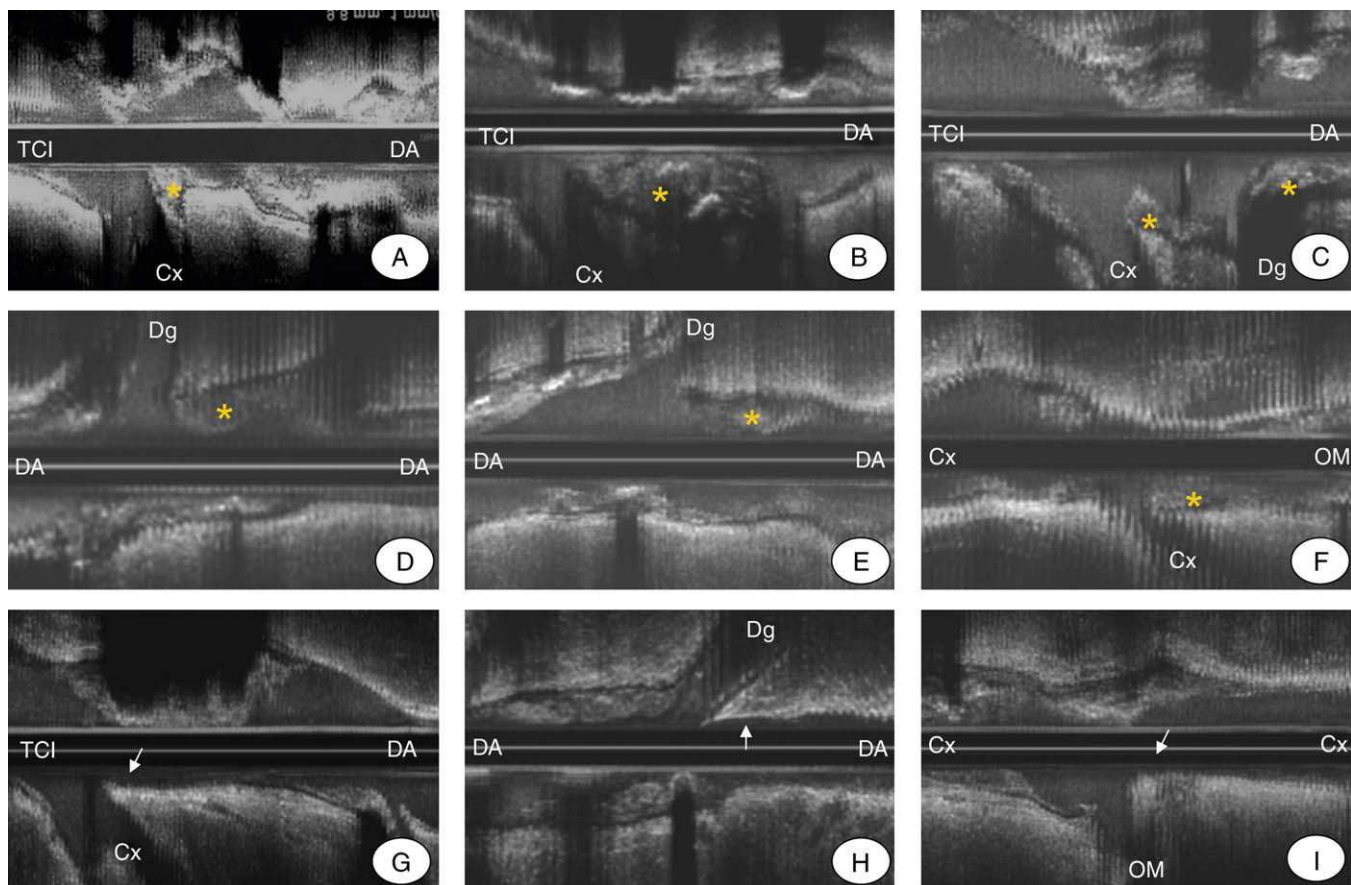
Ejemplos de ecografía intracoronaria que muestran la presencia de placa en la carina (asterisco) a nivel del tronco coronario izquierdo (TCl) distal (A-C), de la arteria descendente anterior-arteria diagonal (DA-Dg) (D y E) y de la arteria circunfleja-arteria oblicua marginal (Cx-OM) (F). También se muestran ejemplos de bifurcaciones coronarias sin placa en la carina (flecha) a nivel del TCl (G), de la DA-Dg (H) y de la Cx-OM (I).
